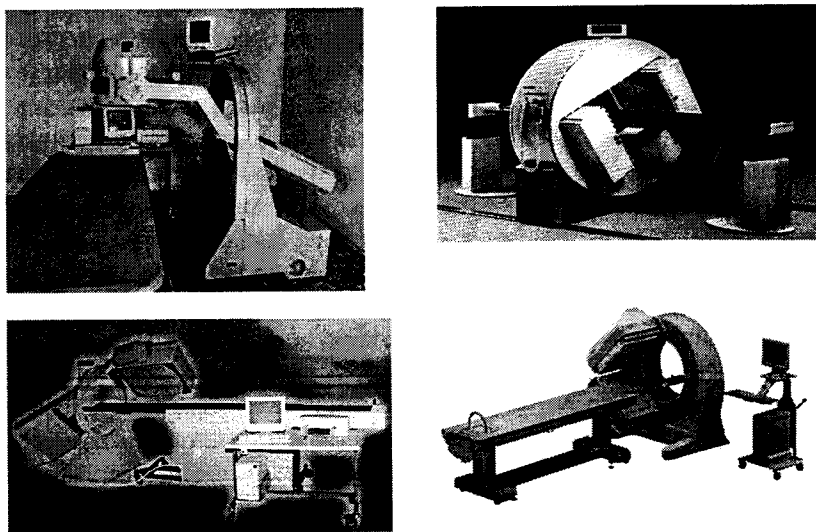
Конструкции томографических гамма-камер
